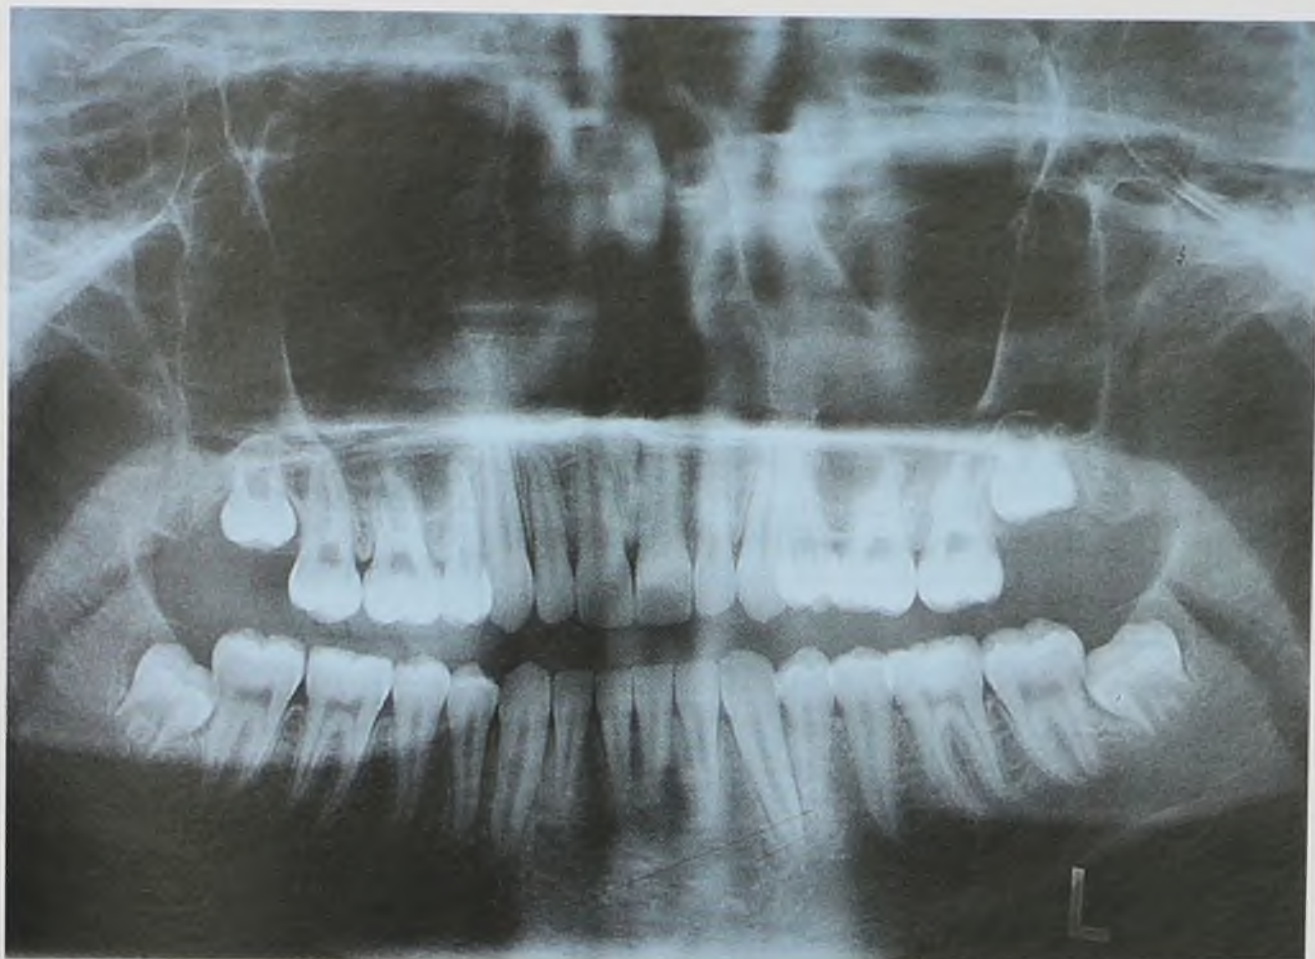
Ортопантомограмма пациента Т. после лечения
